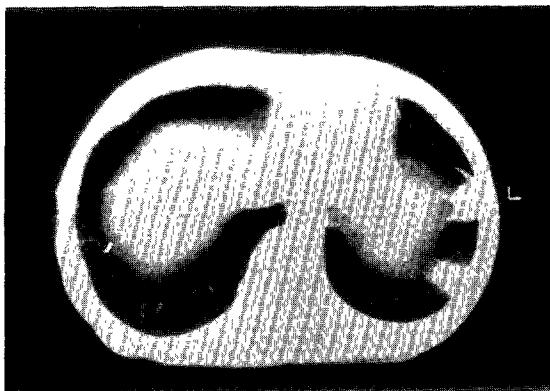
Chest CT scan findings. Chest CT scan at hepatic dome level reveals two rectangular opacities in subpleural area of left lower lobe.
